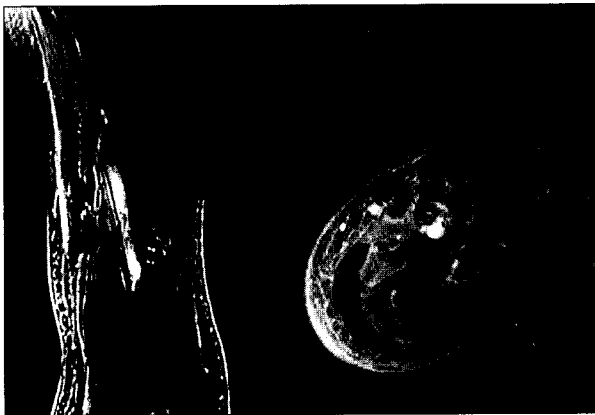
MRI view. Note subcutaneous edema and diffuse air at superficial and deep fascia plane.
